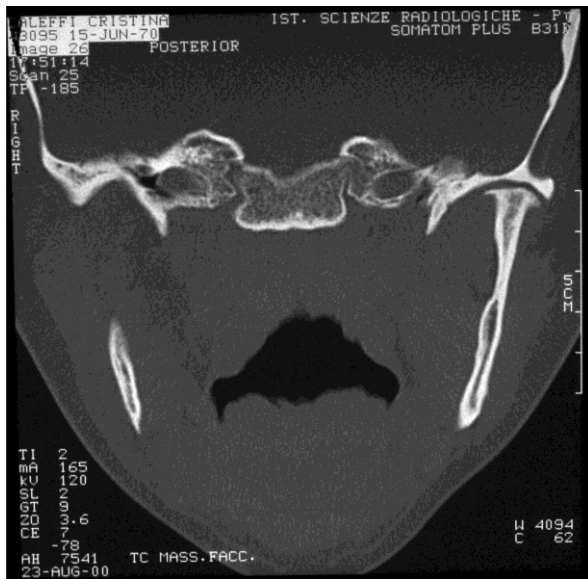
Immagine TAC del condilo mandibolare
